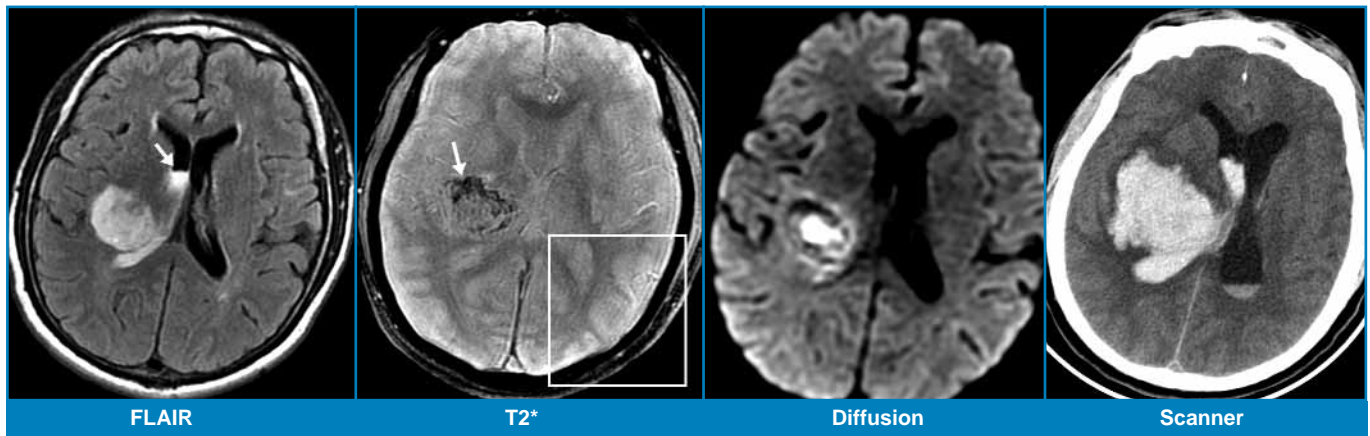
Hémorragie cérébrale et ventriculaire aiguë. IRM réalisée 2 heures après la survenue brutale d'un déficit moteur de l'hémicorps gauche. La séquence clé du diagnostic est le T2* qui montre des hyposignaux en rapport avec des produits de dégradation de l'hémoglobine (flèche). L'hématome est en hypersignal en séquence FLAIR, ce qui permet aussi de le distinguer d'un accident ischémique artériel, non visible en FLAIR au stade hyperaigu. Son signal est hétérogène en diffusion. Une hémorragie intraventriculaire est également visible en FLAIR (tête de flèche). Un contrôle scanographique réalisé le lendemain montre une extension de l'hématome et de l'effet de masse.
